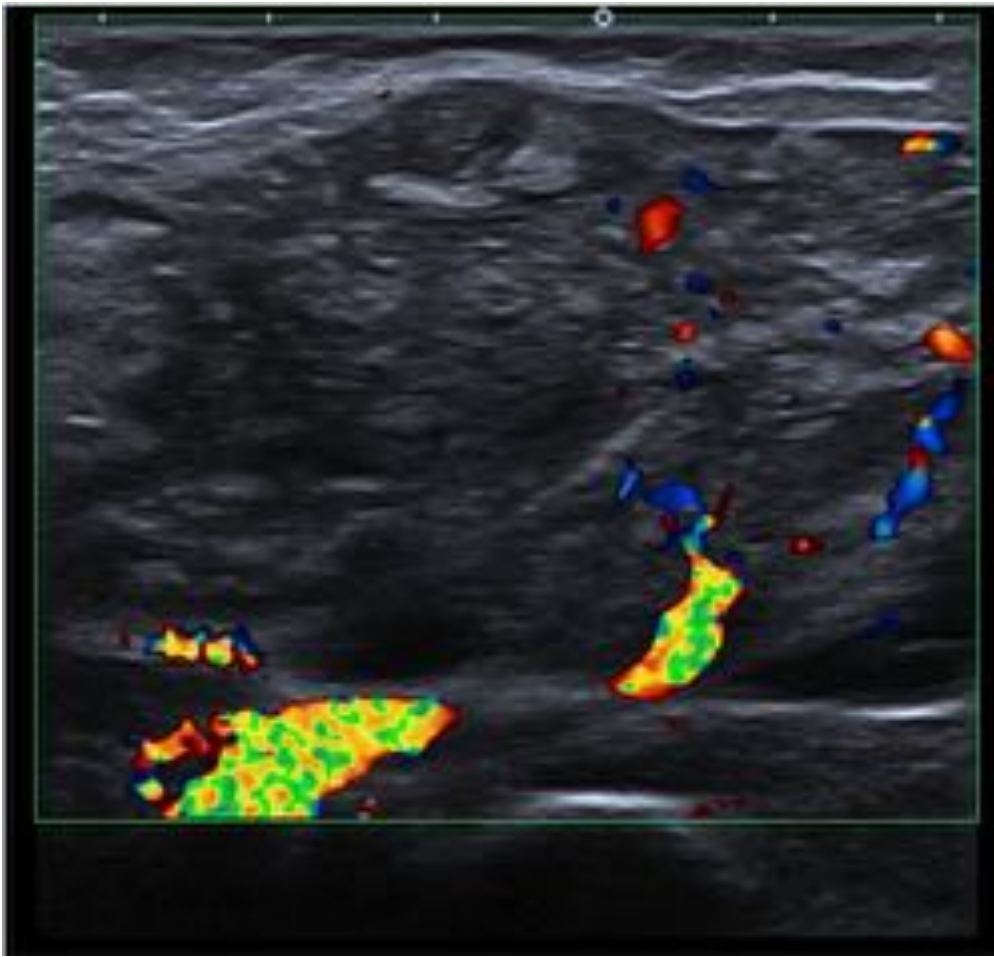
Mujer de 63 años con dolor inguinal izquierdo de 6 meses de evolución, recientemente con palpación de masa inguinal, referuda a ecografía con sospecha de hernia inguinal. Ecografía en región inguinal izquierda que muestra una masa heterogénea adyacente a la vasculatura ílio-femoral sugerente de conglomerado adenopático.
